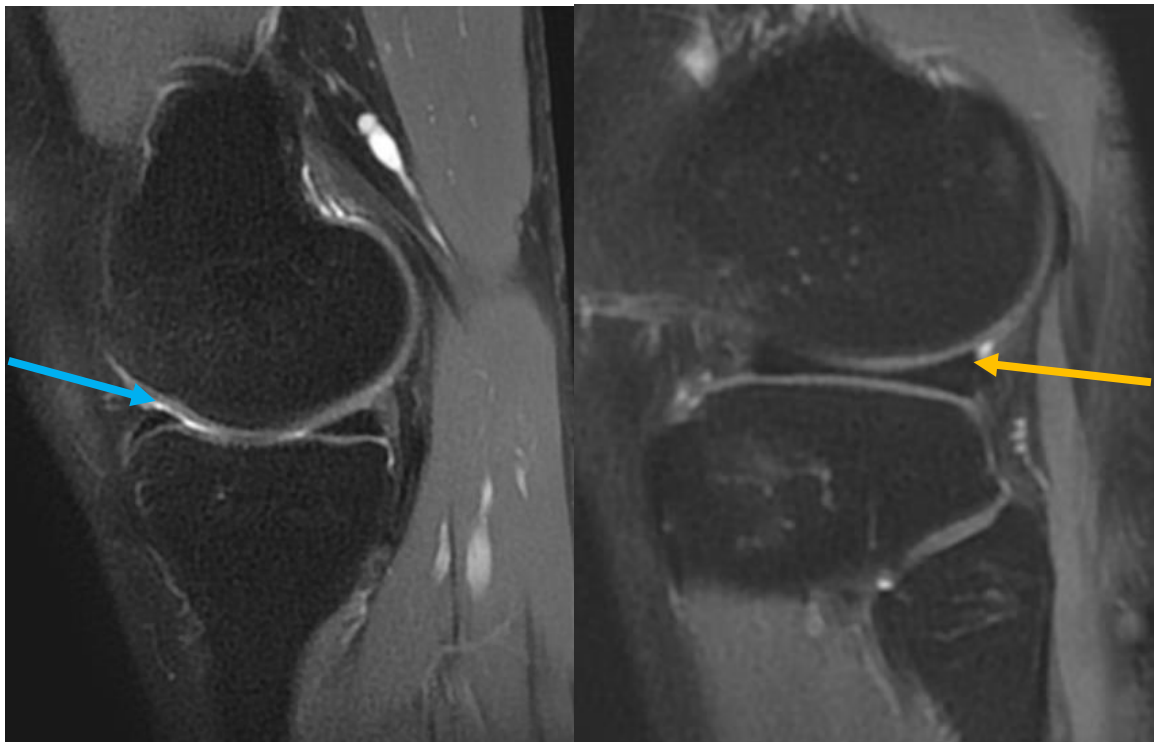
IRM en séquence DP FAT SAT montrant :
